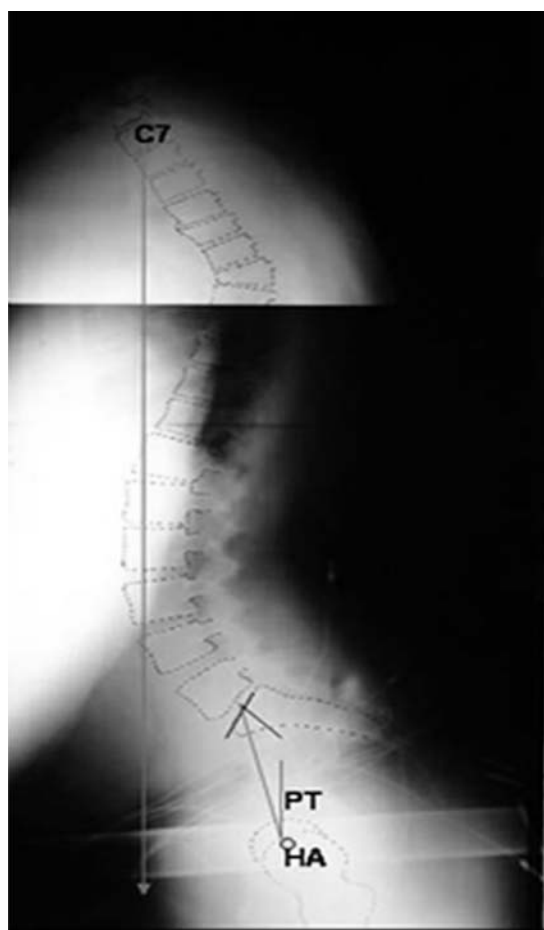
Radiografia do paciente nº6 apresenta perfil sagital normal, intenso desequilíbrio sagital anterior e anteversão da pelve representada pela inversão do PT e acentuada inclinação sacral.
